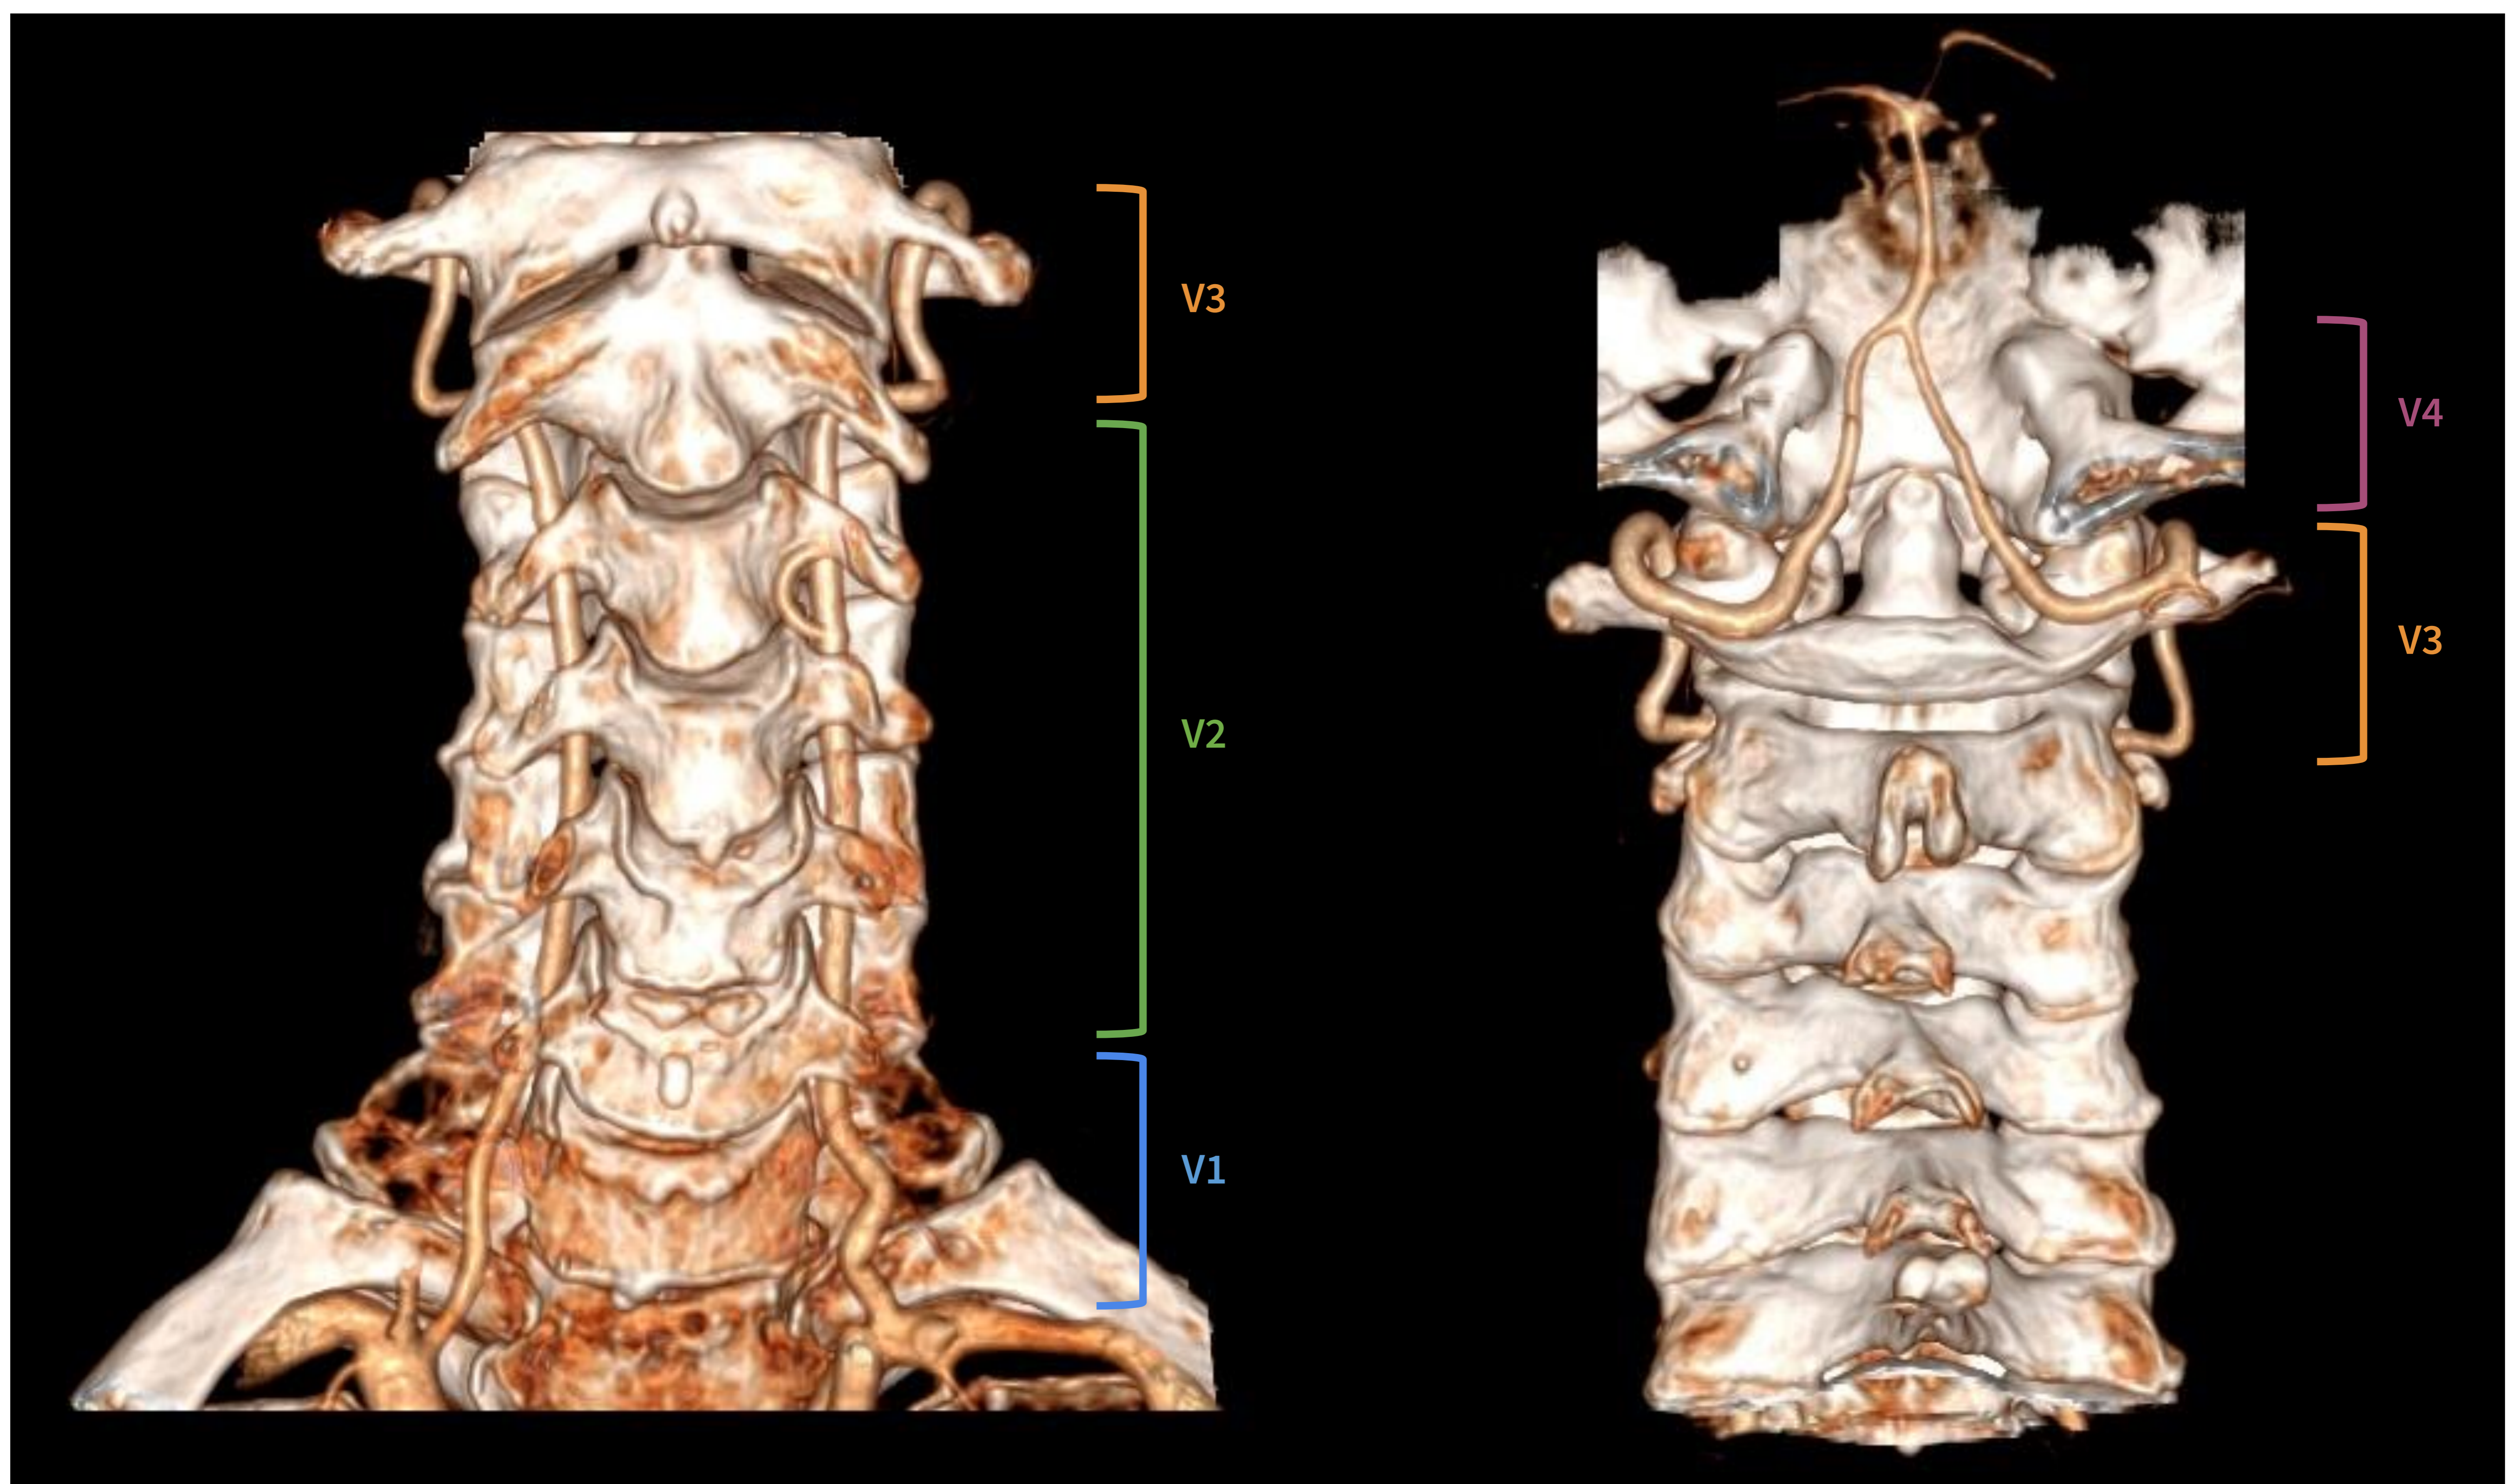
angio-TC de troncos supraaórticos con reconstrucción 3D en plano coronal anterior (izquierda) y posterior (derecha). Se indican los diferentes segmentos anatómicos de las arterias vertebrales.
